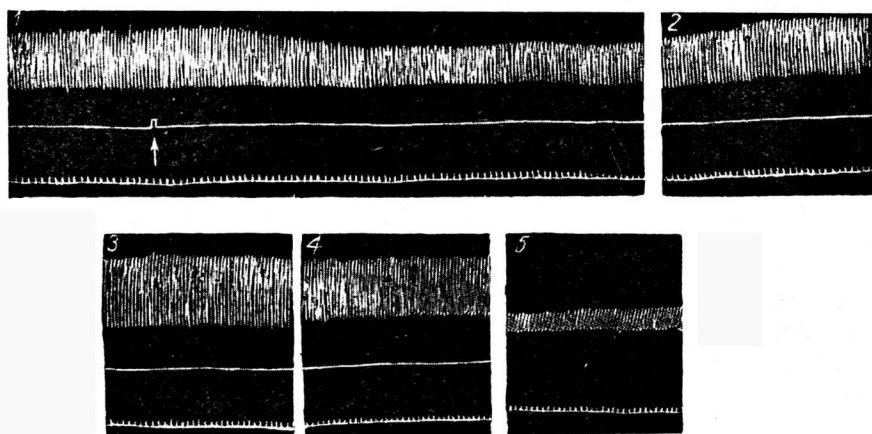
Сердце взрослого кролика. Перфузия хлоралгидратом в концентрации 1 : 4000. Объяснения в тексте.
